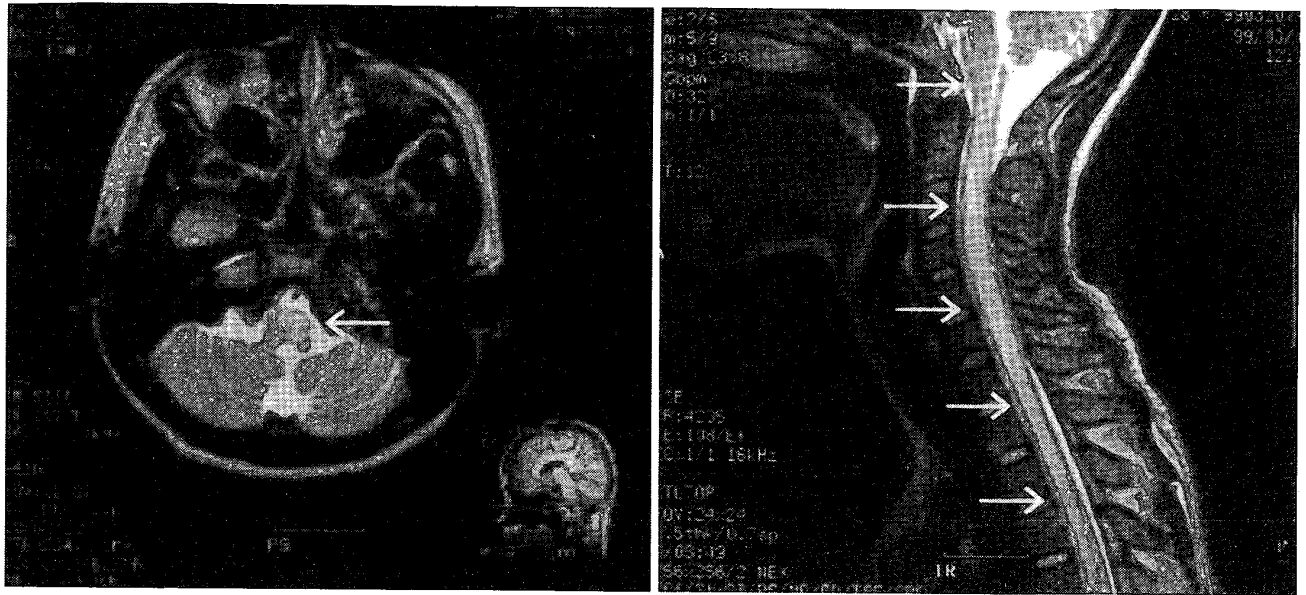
MRI(T₂強調像), 延髄に高信号域を示す円形陰影あり(左), 頸髄の腫脹と延髄から胸髄にかけて内部不均一な高信号域を認める(右).
